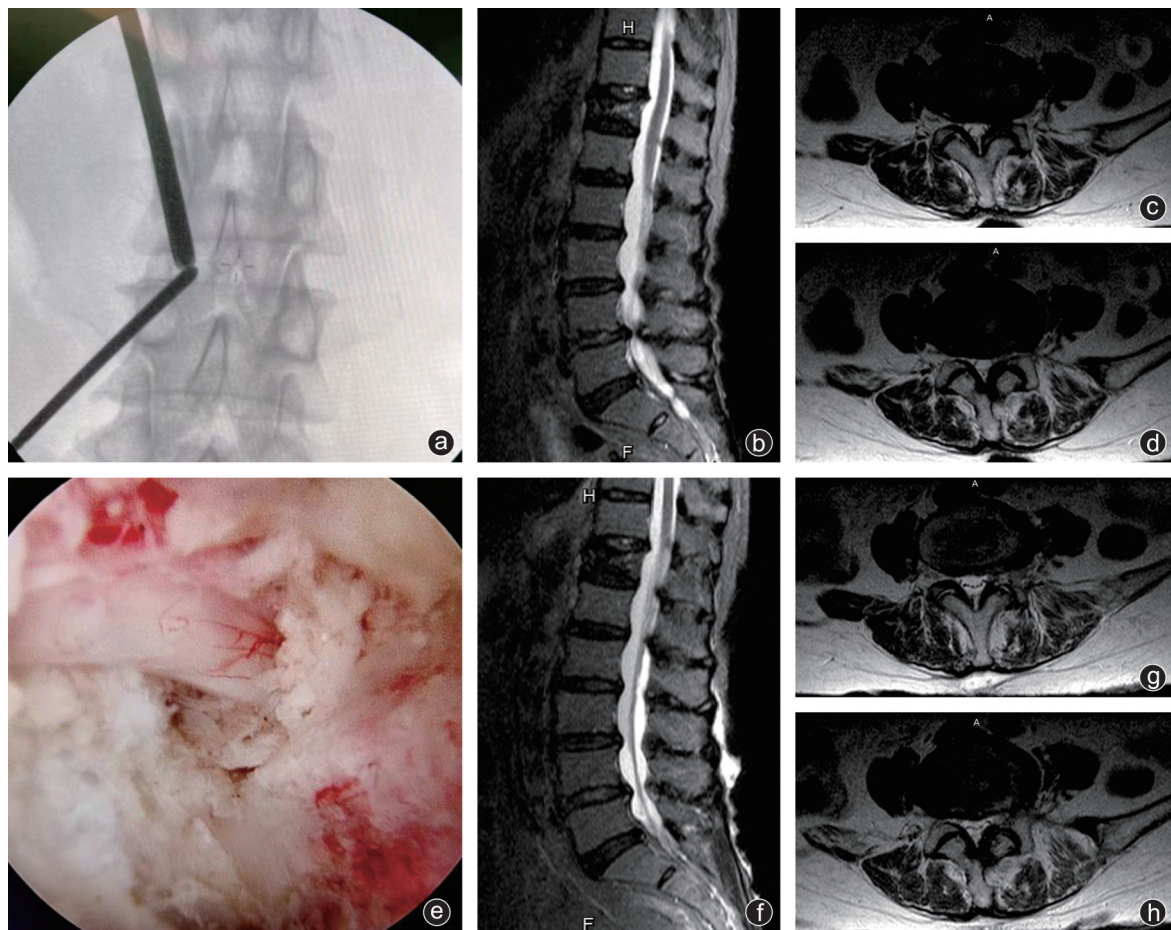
病人,女,62岁,因“腰部及左下肢疼痛2年,加重2个月”入院,行UBE技术辅助下L<sub>4/5</sub>椎管减压术 a:术中透视下放置穿刺通道;b:术前腰椎MRI矢状位片示L<sub>4/5</sub>椎管狭窄明显;c、d:术前腰椎MRI横截面片可见左侧侧隐窝及椎间孔受压;e:椎管充分减压后的镜下图像;f:术后腰椎MRI矢状位片示椎管狭窄明显减轻;g、h:术后腰椎MRI横截面片示左侧侧隐窝及椎间孔狭窄解除
